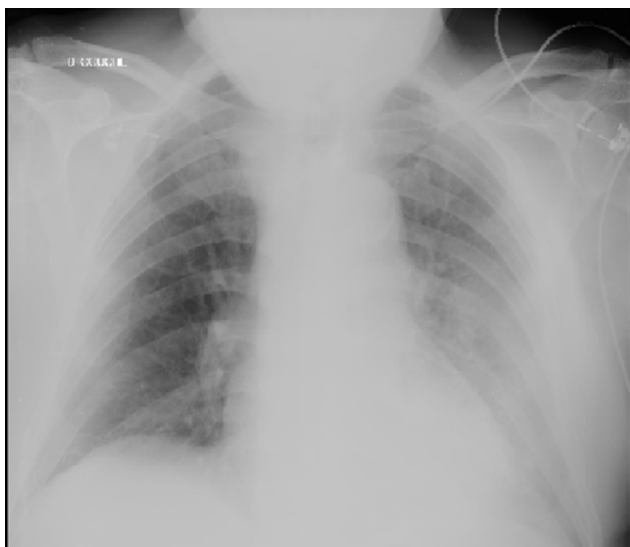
Radiographie thoracique de face réalisée en service d'urgence confirmant le diagnostic de pneumopathie de base gauche
